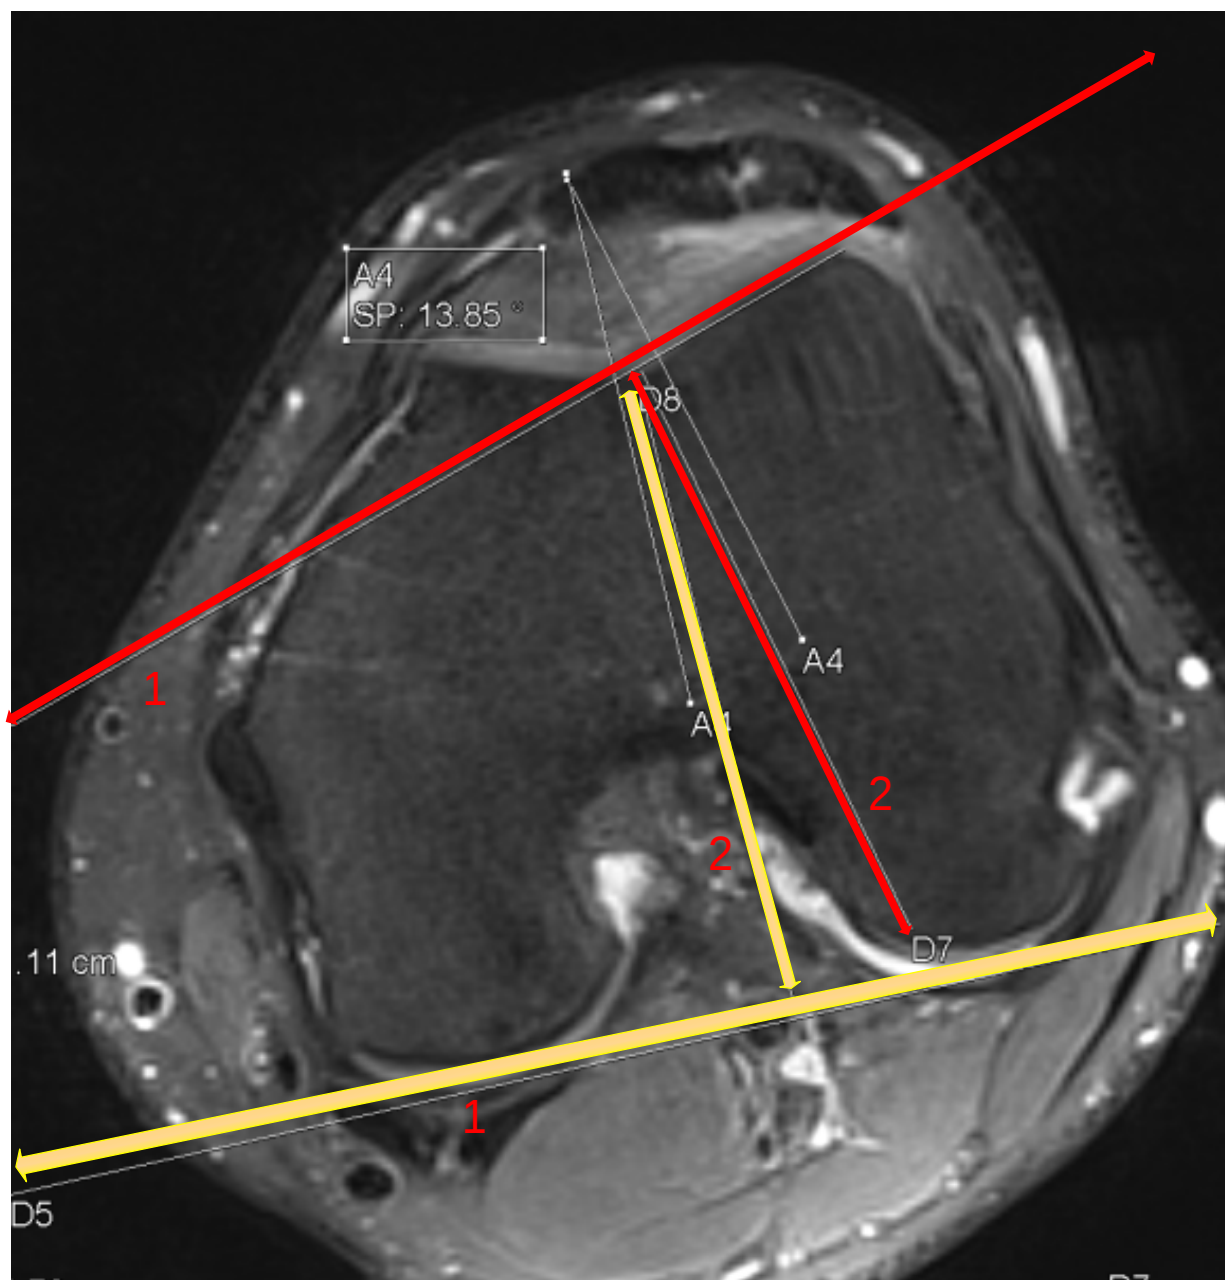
IRM du genou en coupe axiale avec $ILT = 13,8^\circ$
